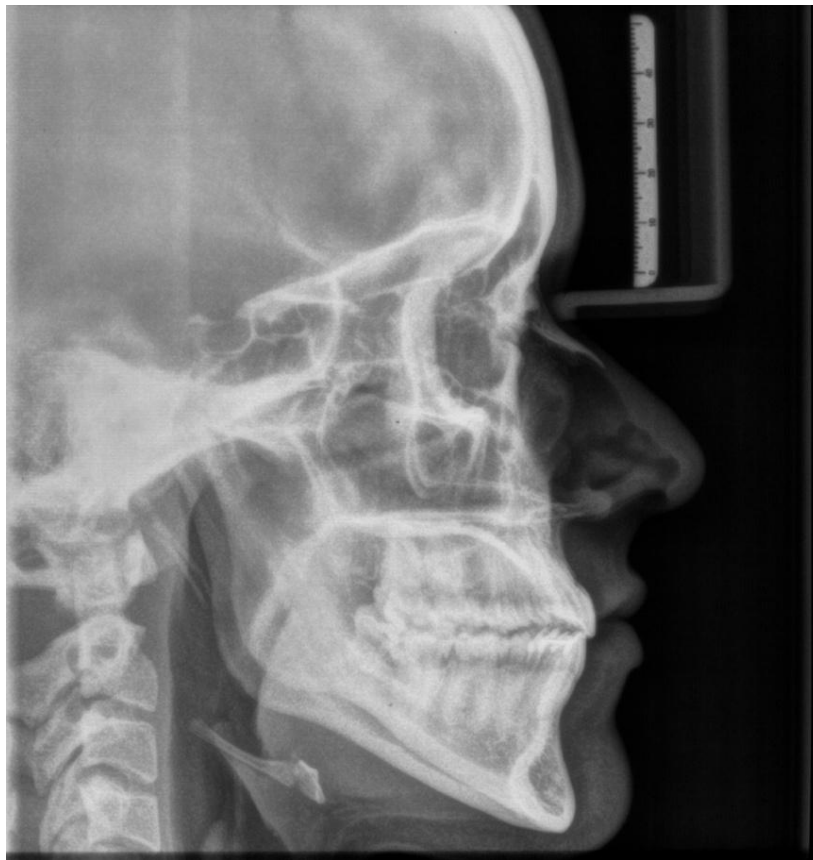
Telerradiografia em norma lateral ao final do tratamento.
